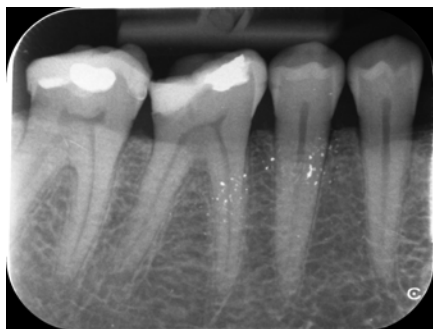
Radiographie du quadrant 4 montrant les restaurations suboptimales sur les dents 46 et 47
